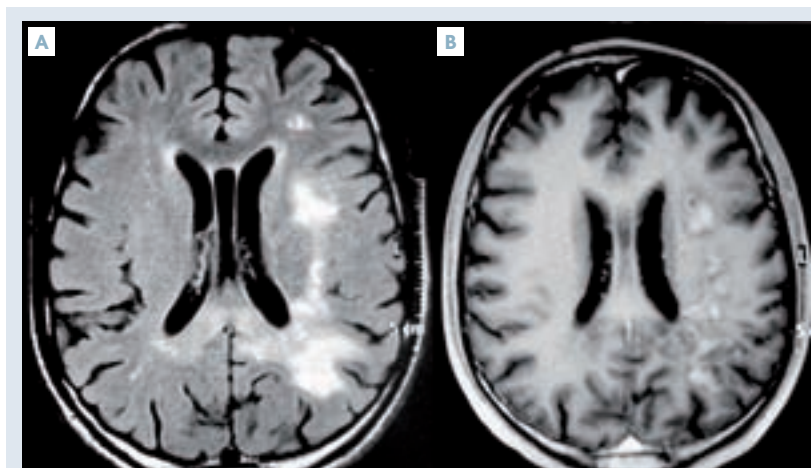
Syndrome de restauration immunitaire dans un cas de LEMP. IRM séquence FLAIR (A), séquence T1 avec injection de gadolinium (B).
